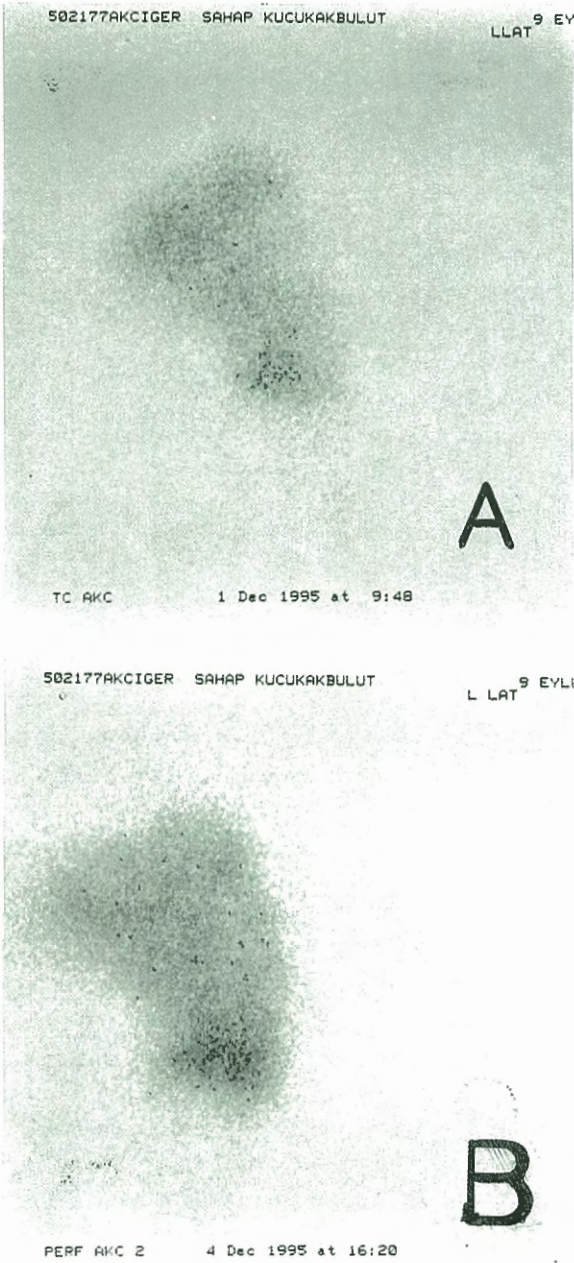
Hastanın trombolitik tedavi öncesinde sağ lateral pozda çekilen perfüzyon sintigrafisindeki defektlerin (A), trombolitik tedavi sonrasında aynı pozda çekilen perfüzyon sintigrafisinde büyük ölçüde düzeldiği gözleniyor (B).
